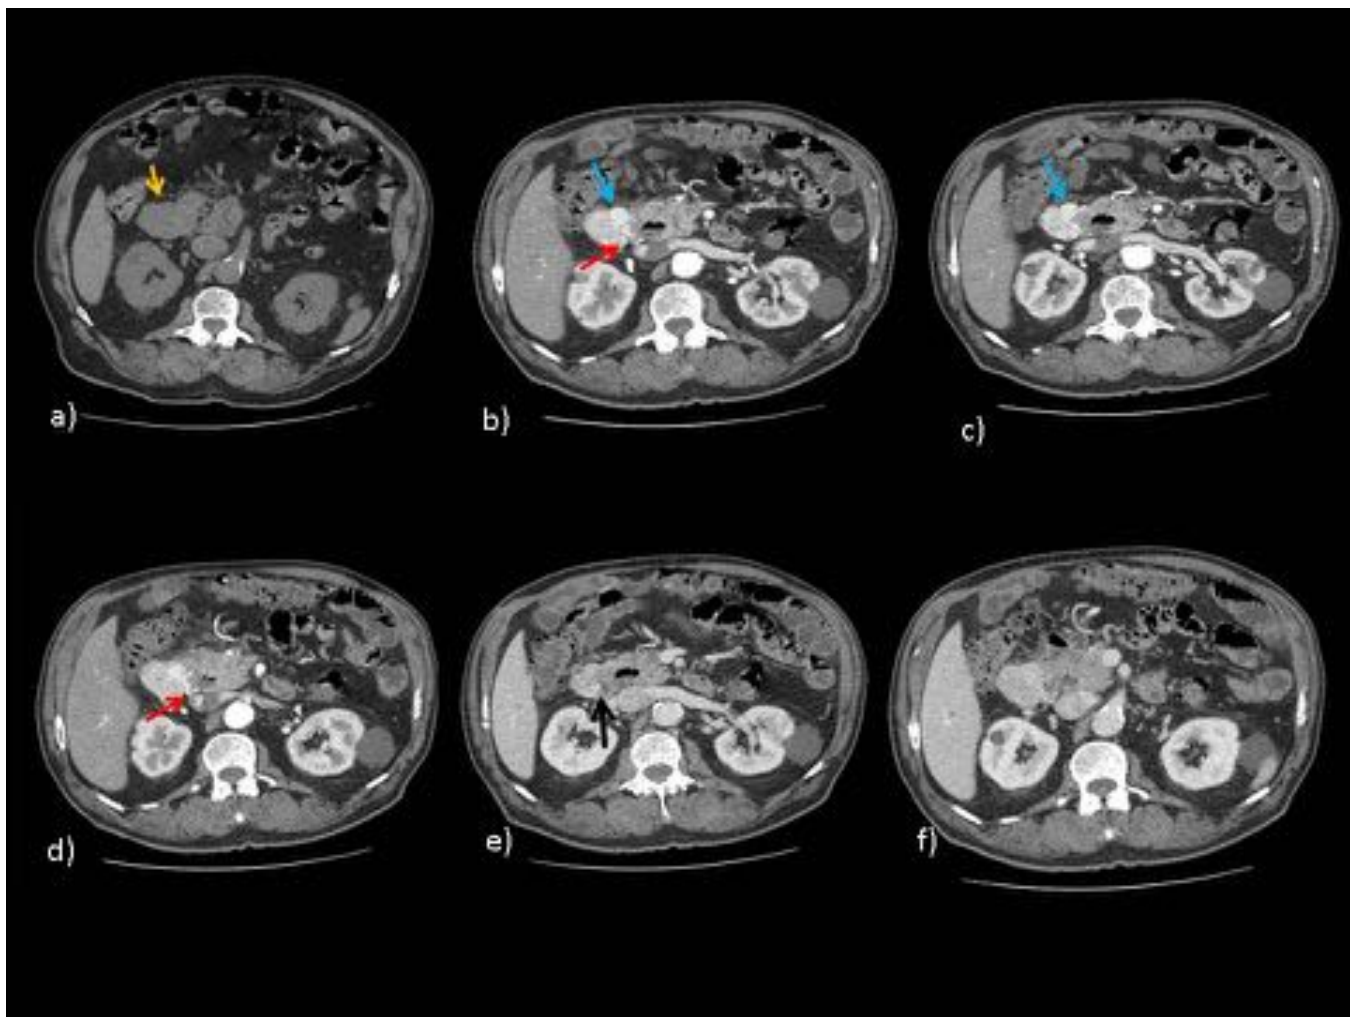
TC sin (a) y con CIV en fases arterial (b,c,d) y venosa (e,f). Masa hipodensa (flecha amarilla), homogénea, dependiente de segunda porción duodenal, con crecimiento exofítico, que presenta marcado realce heterogéneo arterial. Presencia de vasos intratumorales (flechas rojas), e imagen seudonodular con comportamiento similar a los vasos, sugestiva de aneurisma intratumoral (flechas azules). La masa presenta también crecimiento hacia la luz duodenal (flecha negra). GIST duodenal.
